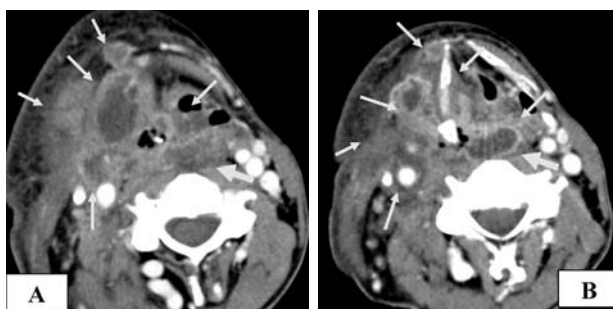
Пациент М., 48 лет. МСКТ шеи с внутривенным контрастированием. Определяется окруженная массивным инфильтратом гиперваскулярная опухоль, исходящая из стенок правого грушевидного синуса (рис. «А»). Процесс распространяется на мягкие ткани правой боковой поверхности шеи, правую черпалонадгортанную складку, складочный отдел гортани справа. В опухолевый инфильтрат вовлечены правая общая сонная артерия и ее ветви, внутренняя яремная вена (рис. «В»). На фоне массивного инфильтрата на стороне поражения по ходу сосудисто-нервного пучка определяются множественные метастатически измененные лимфатические узлы. Кроме того, определяются метастатически измененные заглоточные лимфатические узлы. Опухоль, инфильтрат и пораженные лимфатические узлы показаны на иллюстрациях стрелками. Пораженные заглоточные лимфатические узлы отдельно отмечены толстыми стрелками.
